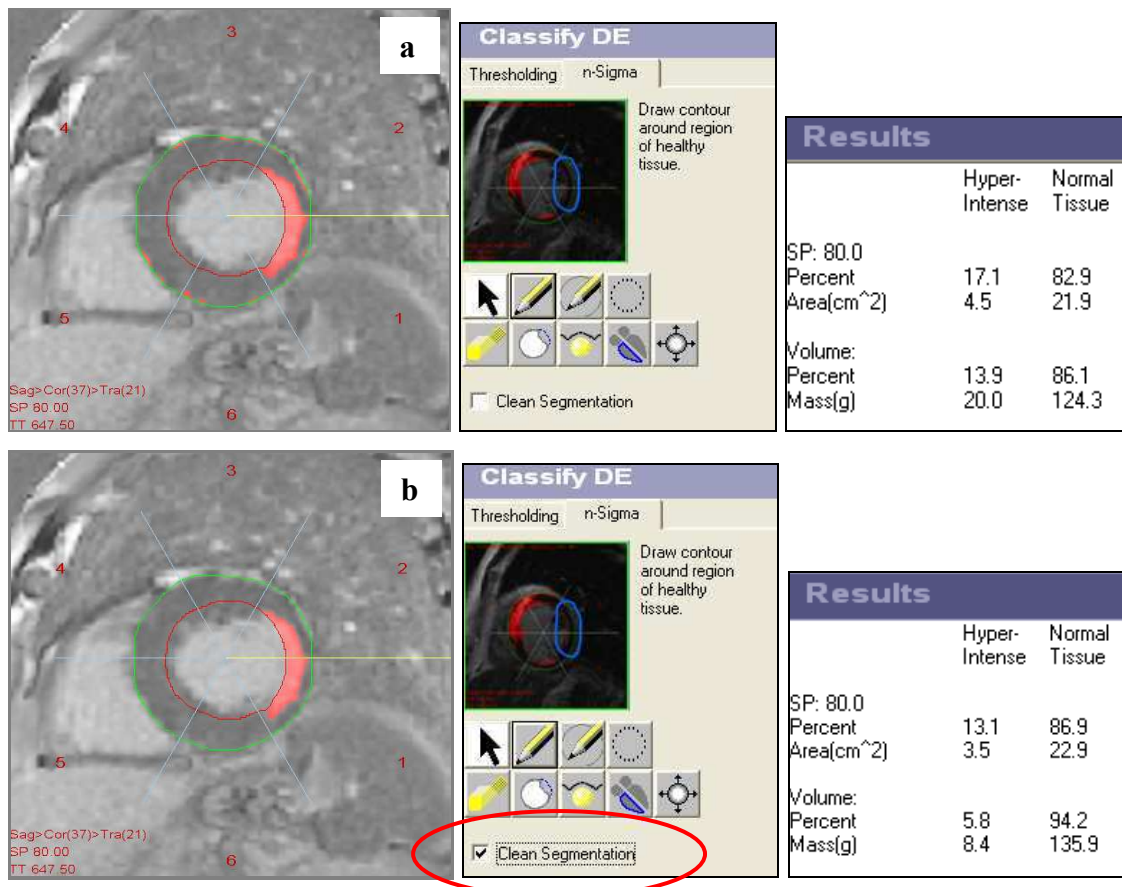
Kurzschnitt einer LE- MRT eines Patienten mit Z. n. lateralem Myokardinfarkt. PS- Sequenz. a) Darstellung des als LE- definierten Gewebes als rot unterlegte Areale. b) Die Funktion „Clean Segmentation“ (roter Kreis) ermöglicht die alleinige Darstellung von LE- Arealen die, wie für Infarkte charakteristisch, subendokardial beginnen. Jeweils rechts: Ergebnisse vor bzw. nach Überarbeitung.
